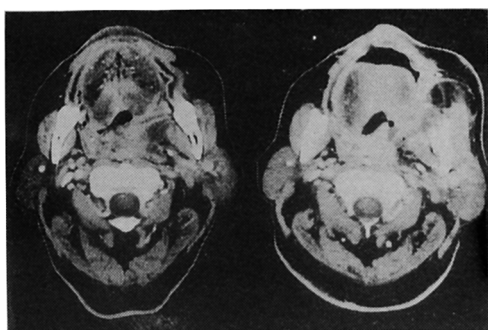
CT scan of peritonsillar abscess with extension to parapharyngeal and masticator spaces
